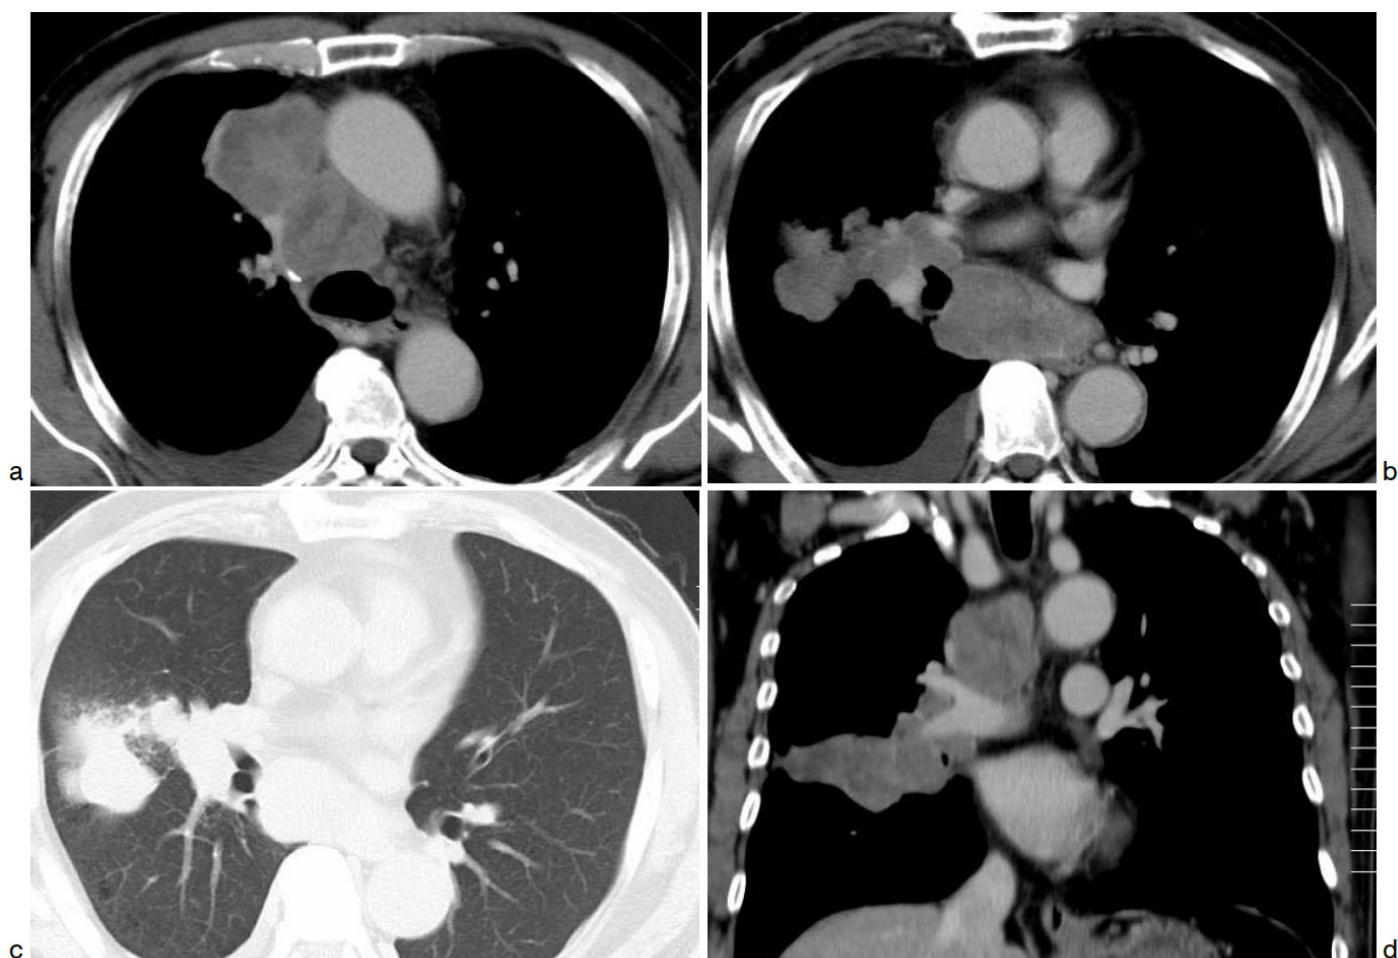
60代男性。肺野から肺門，リンパ節へと続く小細胞肺癌のCT画像
